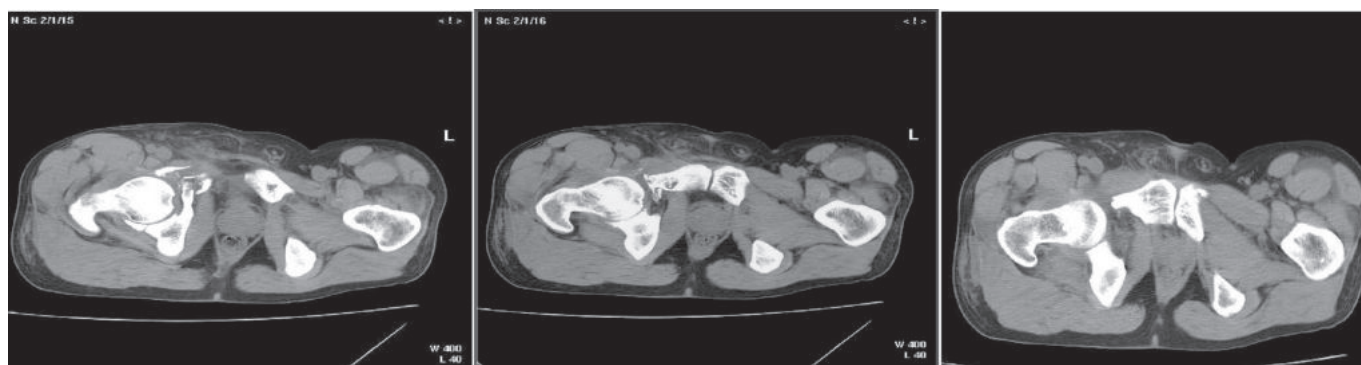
Оскольчатый перелом передней колонны вертлужной впадины с центральным подвывихом бедра (из серии МСКТ сканов).
